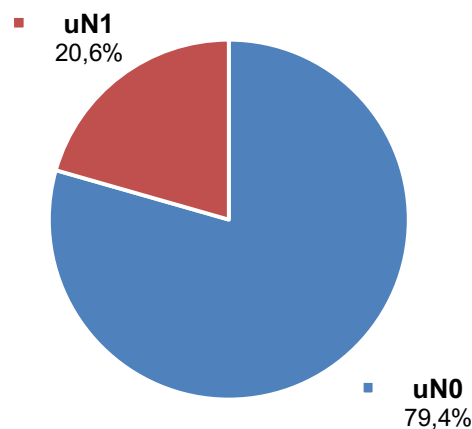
Prozentuale Verteilung der endosonographischen N-Stadien (n = 175)
